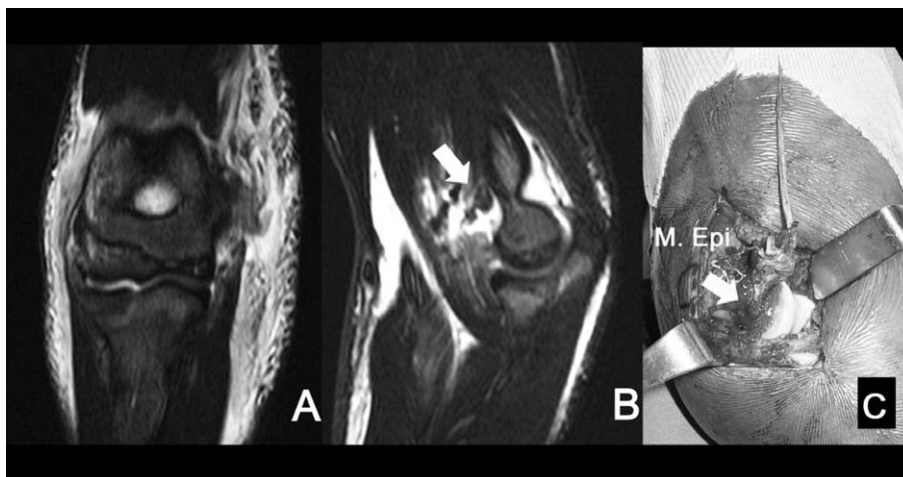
An 18 year old judo player. There was a palpable gap between the ruptured flexor tendon ends. (A, B) Magnetic resonance image showing injuries of the medial collateral ligament, flexor tendon and anterior capsule. Partial tear of the brachialis (white arrow) was noted. (C) Intraoperative photograph of the medial epicondyle (M. Epi) showing the complete avulsion of the collateral ligament from medial epicondyle (white arrow) and flexor tendon at musculotendinous junction. Anterior capsule was avulsed from humeral attachment.
